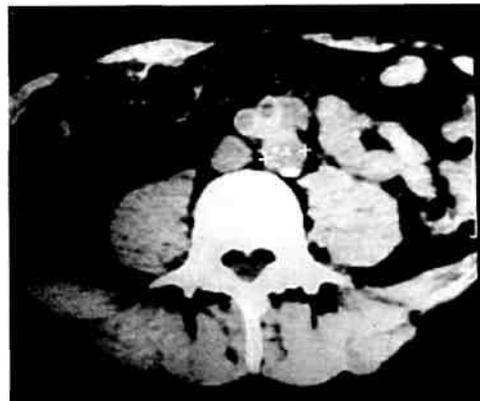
Компьютерная томограмма. Спереди от аорты и справа от протеза имеется дополнительная тень размером до 1 см.
